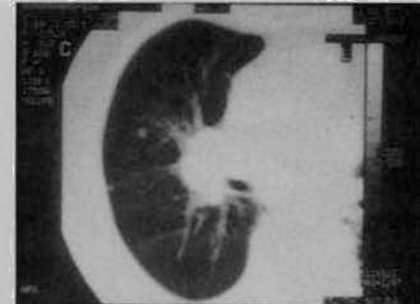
A) TC de tumor em estágio I medicamente inoperável. B) Estudo dosimétrico computadorizado. C) TC 3 meses após 7000 cGy demonstrando infiltrado em toalha na localização do nódulo inicial. D) TC 1 ano após RT revelando fibrose menos evidente
